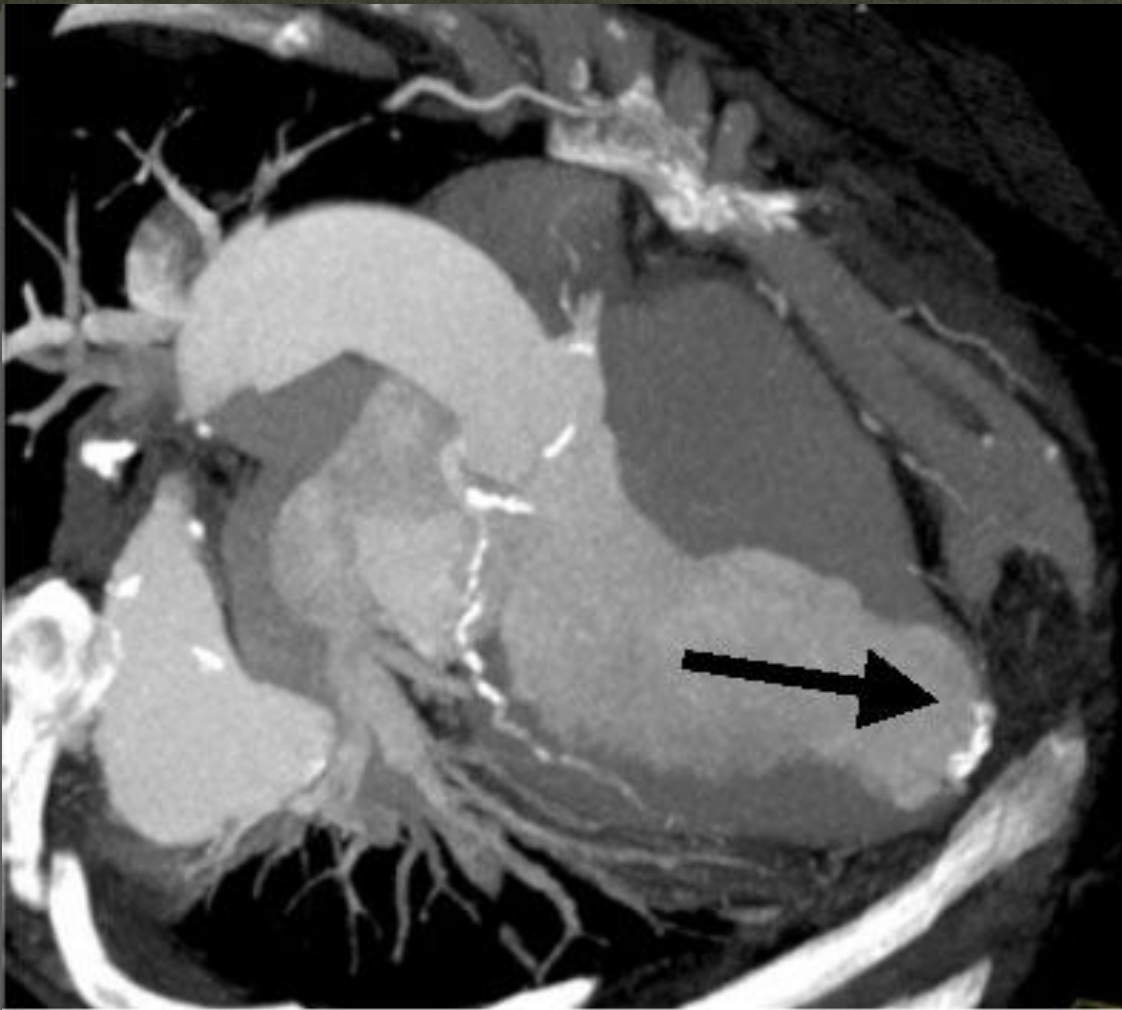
МСКТ сердца. Разрыв межжелудочковой перегородки при остром инфаркте миокарда (стрелка).
